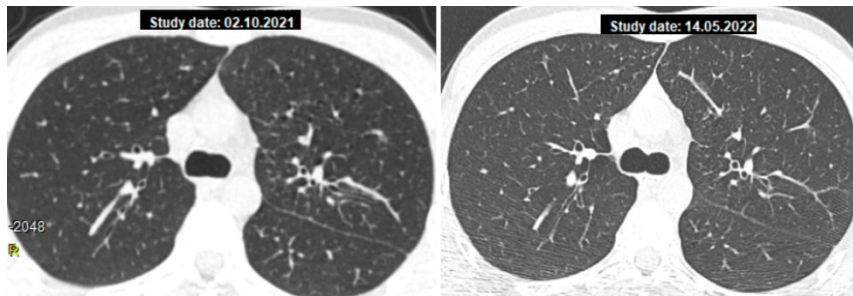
Рефрактерний саркоїдоз легень. КТ ОГП пацієнта Г.: ліворуч – після 3-міс. комбінованої терапії МТХ та ГХ ; праворуч – після 7,5 міс. спостереження
